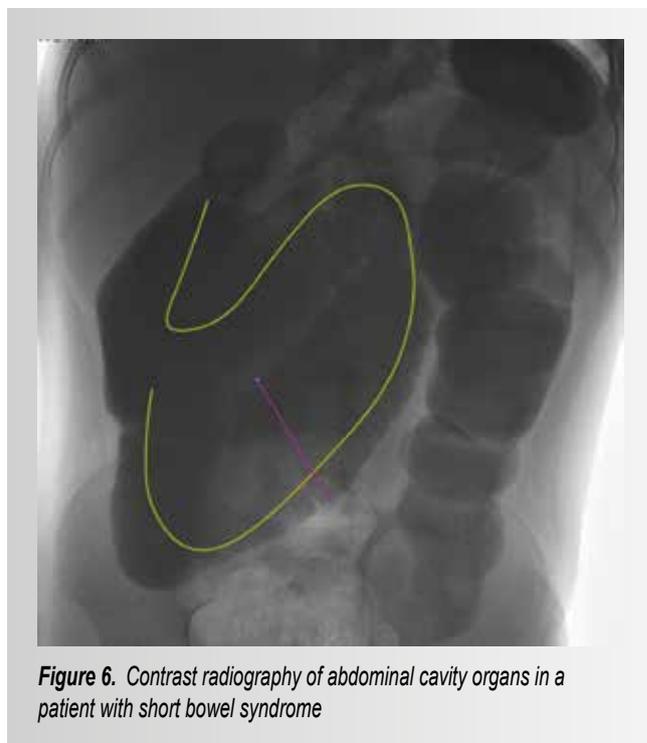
Contrast radiography of abdominal cavity organs in a patient with short bowel syndrome
